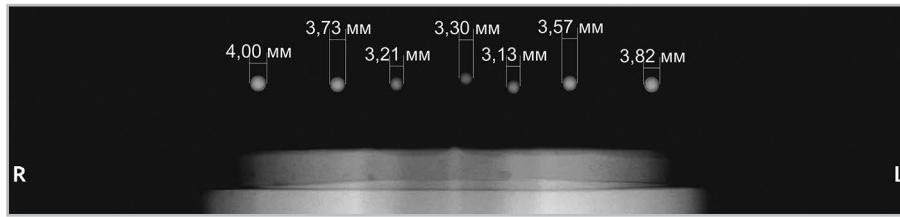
Ортопантомограмма. Горизонтальные измерения линейных величин ортопантомограммы оснастки № 1, откалиброванной по шарикку в области зуба 4.7
